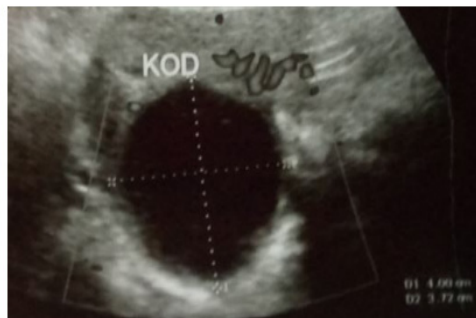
échographie par voie sus pubienne chez une patiente âgée de 32ans montrant une formation liquidienne anéchogène à paroi fine et régulière, sans cloisons ni de végétations intra kystiques, mesurant 40x37 mm de diamètre au dépend de l'ovaire droit : Kyste folliculaire de l'ovaire droit d'allure fonctionnelle. (A revoir dans 3 mois).
